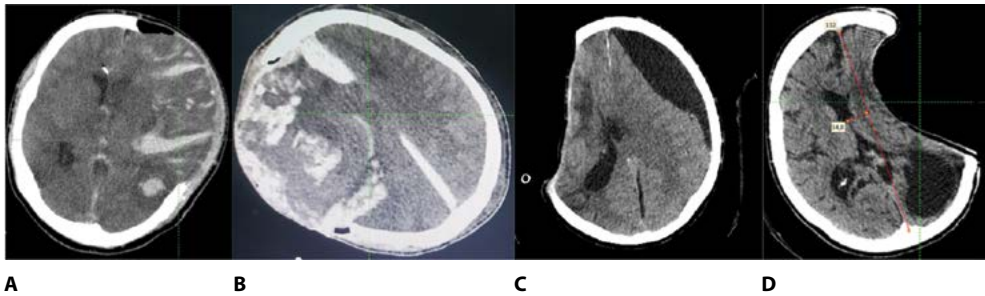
Аксиальные КТ-граммы пациентов с тяжелой ЧМТ, которым была выполнена ДТ с целью эвакуации ОСГ и снижения ВЧД: А – пациент Е. с развившимся на 1-е сутки синдромом гиперперфузии, формированием вторичных очагов геморрагической трансформации и наружной мозговой грыжи; В – пациент Ж. с возникновением на 1-е сутки расширенной зоны геморрагической трансформации ушиба головного мозга; С – пациент З. с образованием на 21-е сутки после ДТ контрлатеральной субдуральной гидромы; D – пациент И. с развитием на 56-е сутки после ДТ синдрома западения кожного лоскута (из личного архива авторов)
